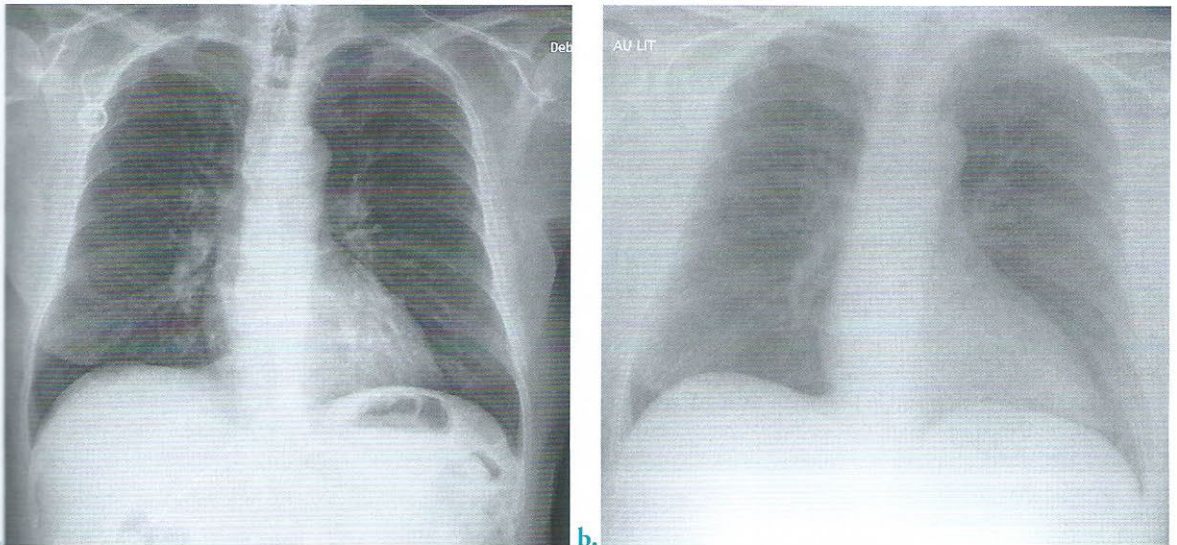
Radiographies de thorax
